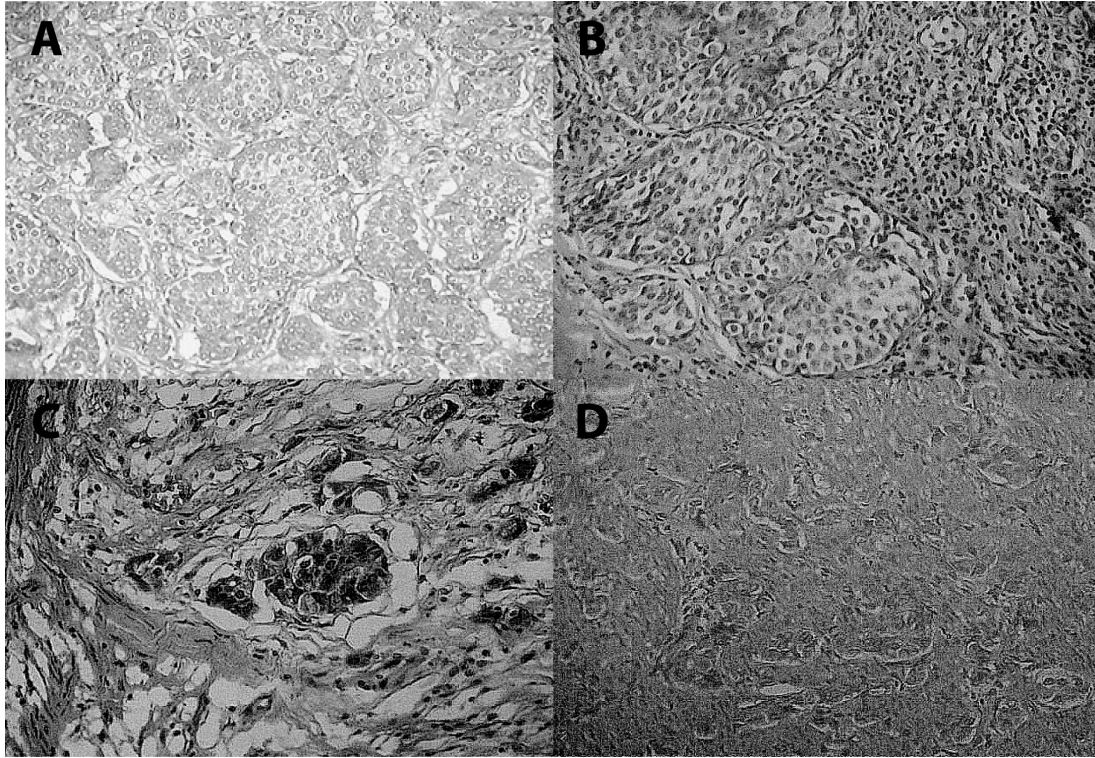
En A-B-C se muestra el aspecto histológico del patrón clásico, insular o tipo A del tumor carcinoide, con células muy uniformes agrupadas en nidos compactos con retracción estromal a su alrededor. En D se observa el patrón trabecular o tipo B del TC.
